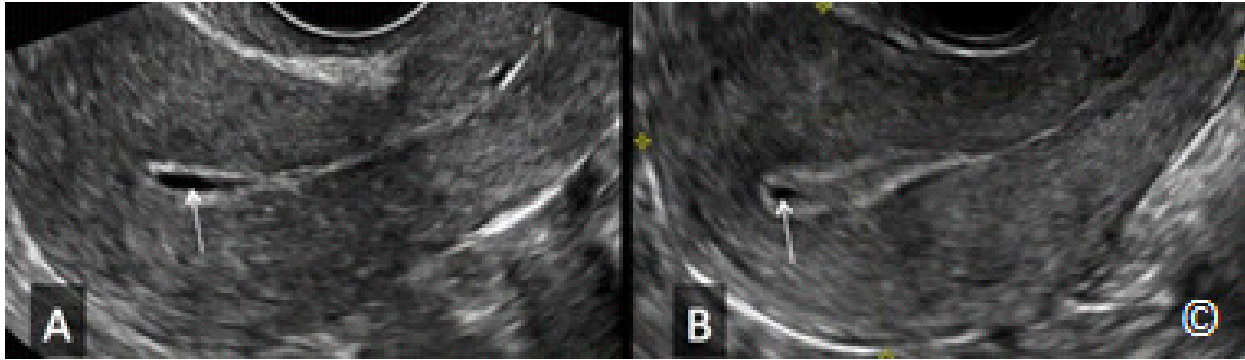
A y B: Ultrasonido transvaginal del plano sagital de dos úteros (A) y (B) con líquido endometrial (flechas) en dos embarazos con sospecha de ser ectópicos. El término pseudosaco se utiliza cuando se observa líquido endometrial en asociación con un embarazo ectópico.
